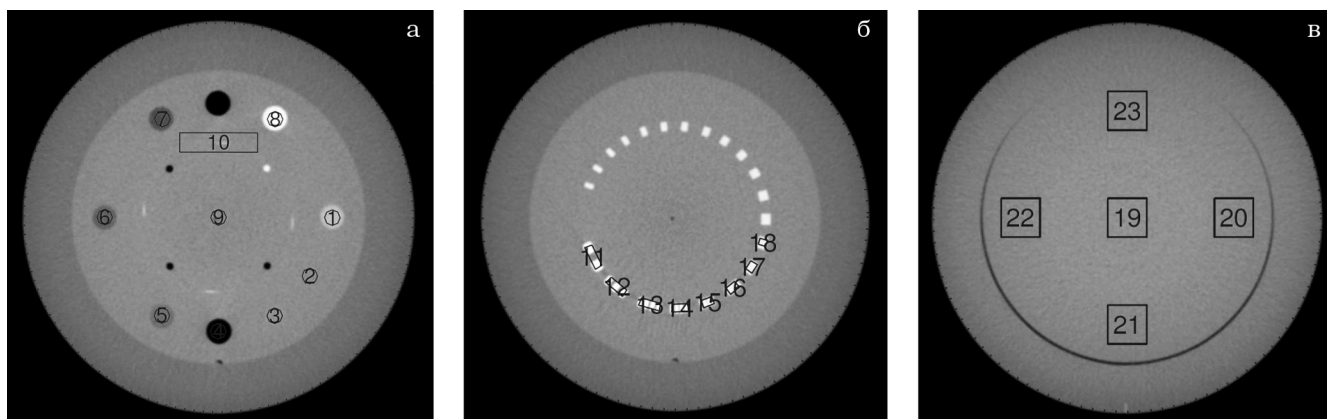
КТ-данные для секций фантома Catphan: а – СТР404, б – СТР528, в – СТР486
